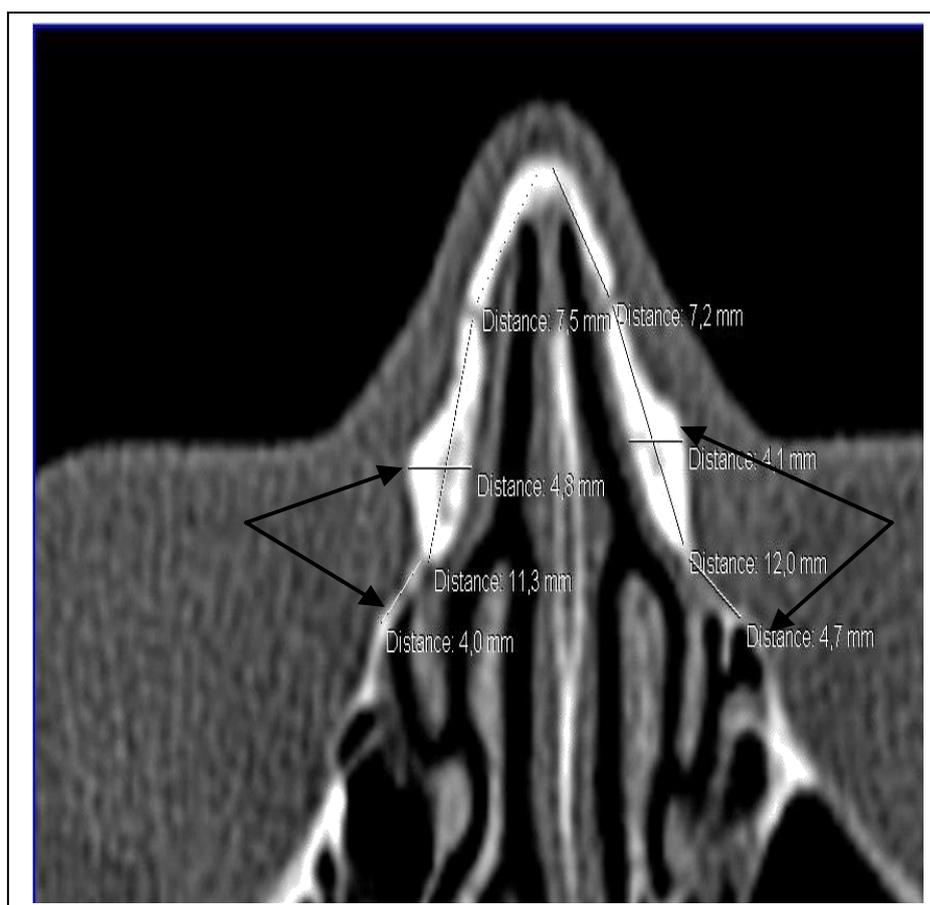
КТ дакриоцистита новорожденных во взрослом периоде (стрелками указано расширение ложа слезного мешка слева по сравнению с правой стороной)
